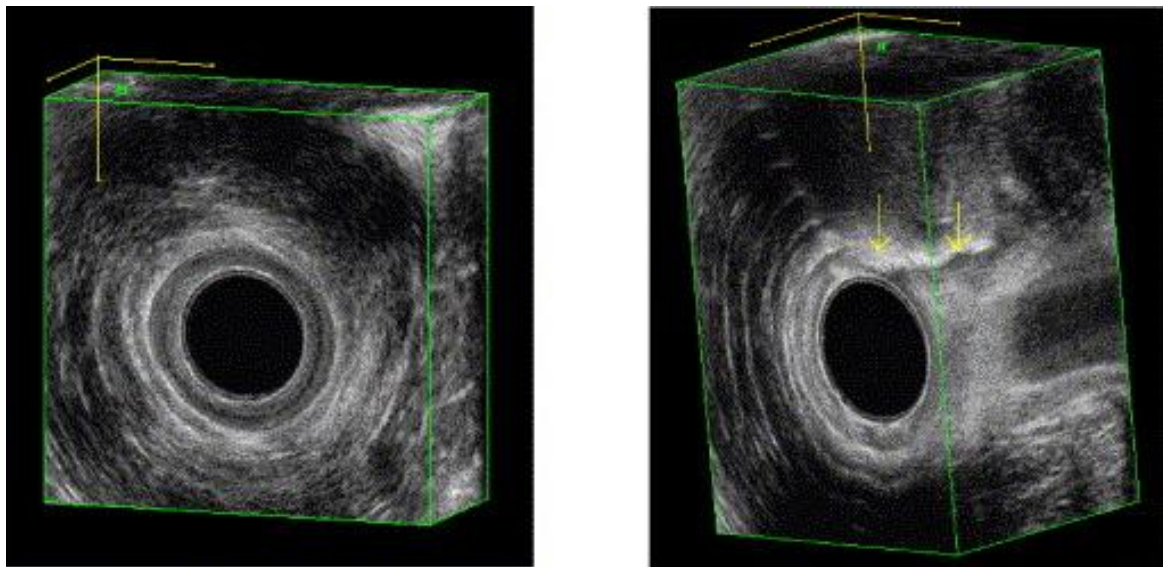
b: Anale Endosonographie, perianale Fistel: (links) ohne Kontrastmittel, (rechts) selber Patient, Infusion von Wasserstoffperoxid durch die externe Fistelöffnung kontrastiert die transsphinktere Fistel (Pfeile), nach Felt-Bersma R J (2006)
